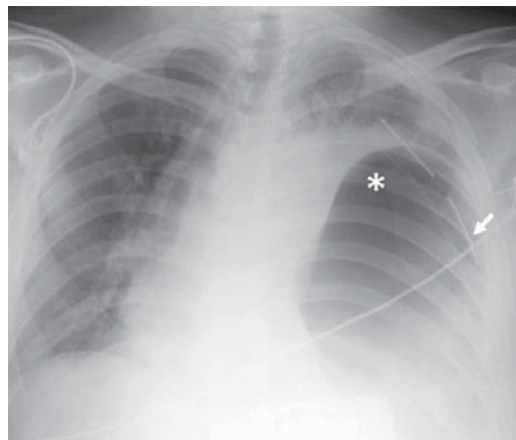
Radiografía PA de tórax que muestra radiopacidad en hemitórax izquierdo, inseparable de estructuras mediastinales asociada a imagen radiolúcida de aspecto redondeado, la cual condiciona desplazamiento de tráquea hacia la derecha (punta de flecha). Nótese la ausencia de burbuja gástrica en topografía habitual, se aprecia imagen sugestiva de fondo gástrico en hemitórax izquierdo (*), presencia de sonda pleural que penetra por sexto espacio intercostal izquierdo con dirección apical (flecha).
